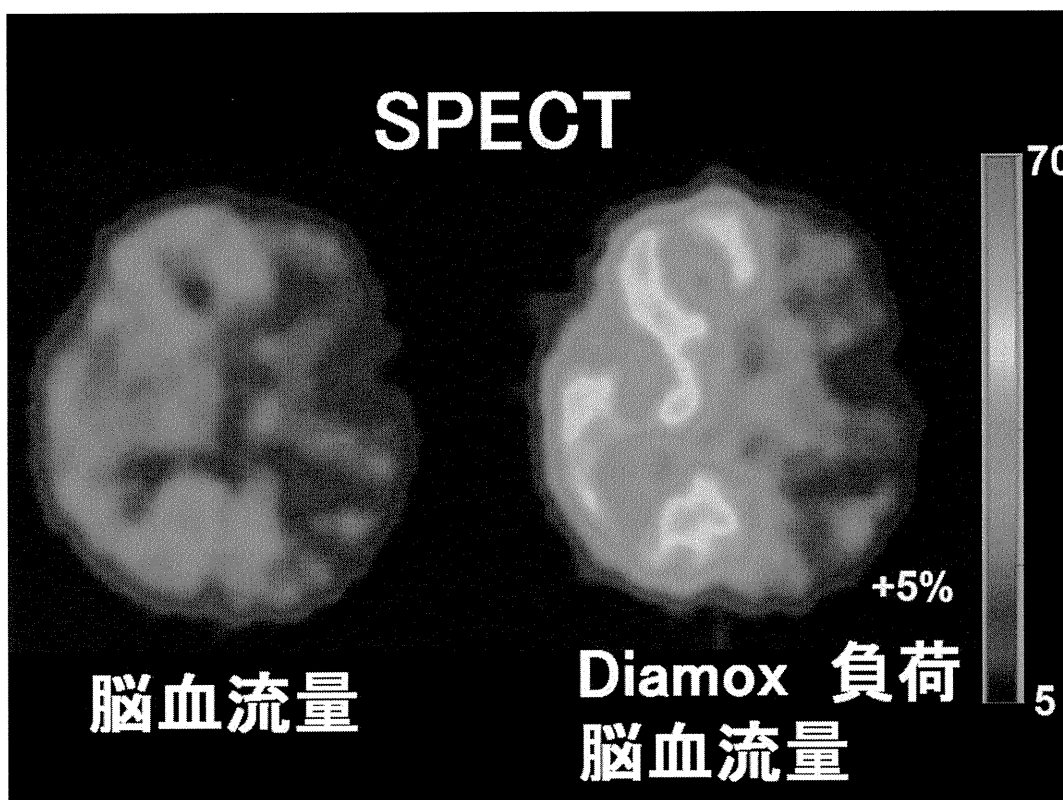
左内頸動脈閉塞による TIA をきたした症例の脳血流 SPECT
